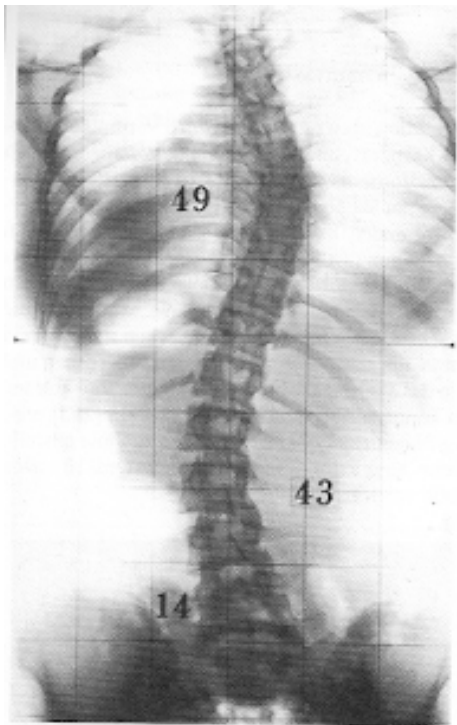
Röntgenbild, 49° Hauptkrümmung
